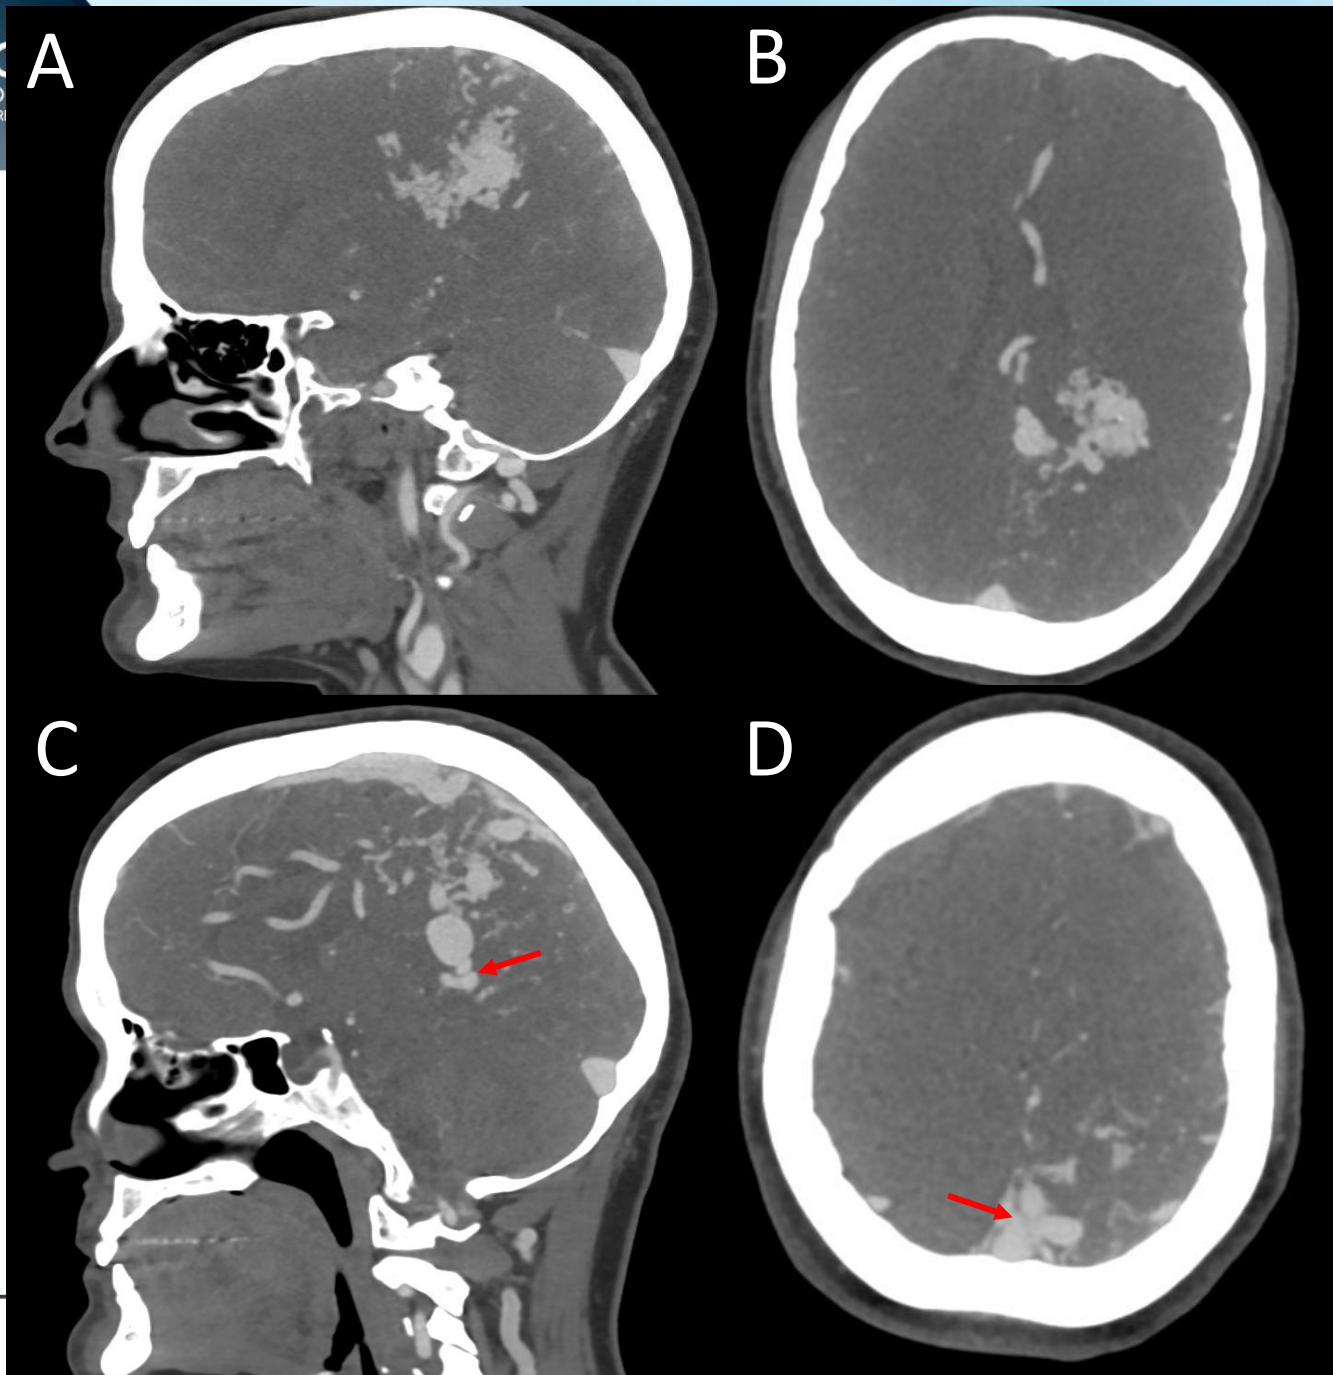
Se completa el estudio con angio-TC de troncos supraaórticos y arterias cerebrales, donde se observa una MAV con nidus parietal parasagital izquierdo, que se corresponde con la imagen hiperdensa descrita en TC simple. Presenta venas de drenaje que desembocan principalmente en la vena cerebral interna izquierda (flecha en C) y en el seno sagital superior (flecha en D).
